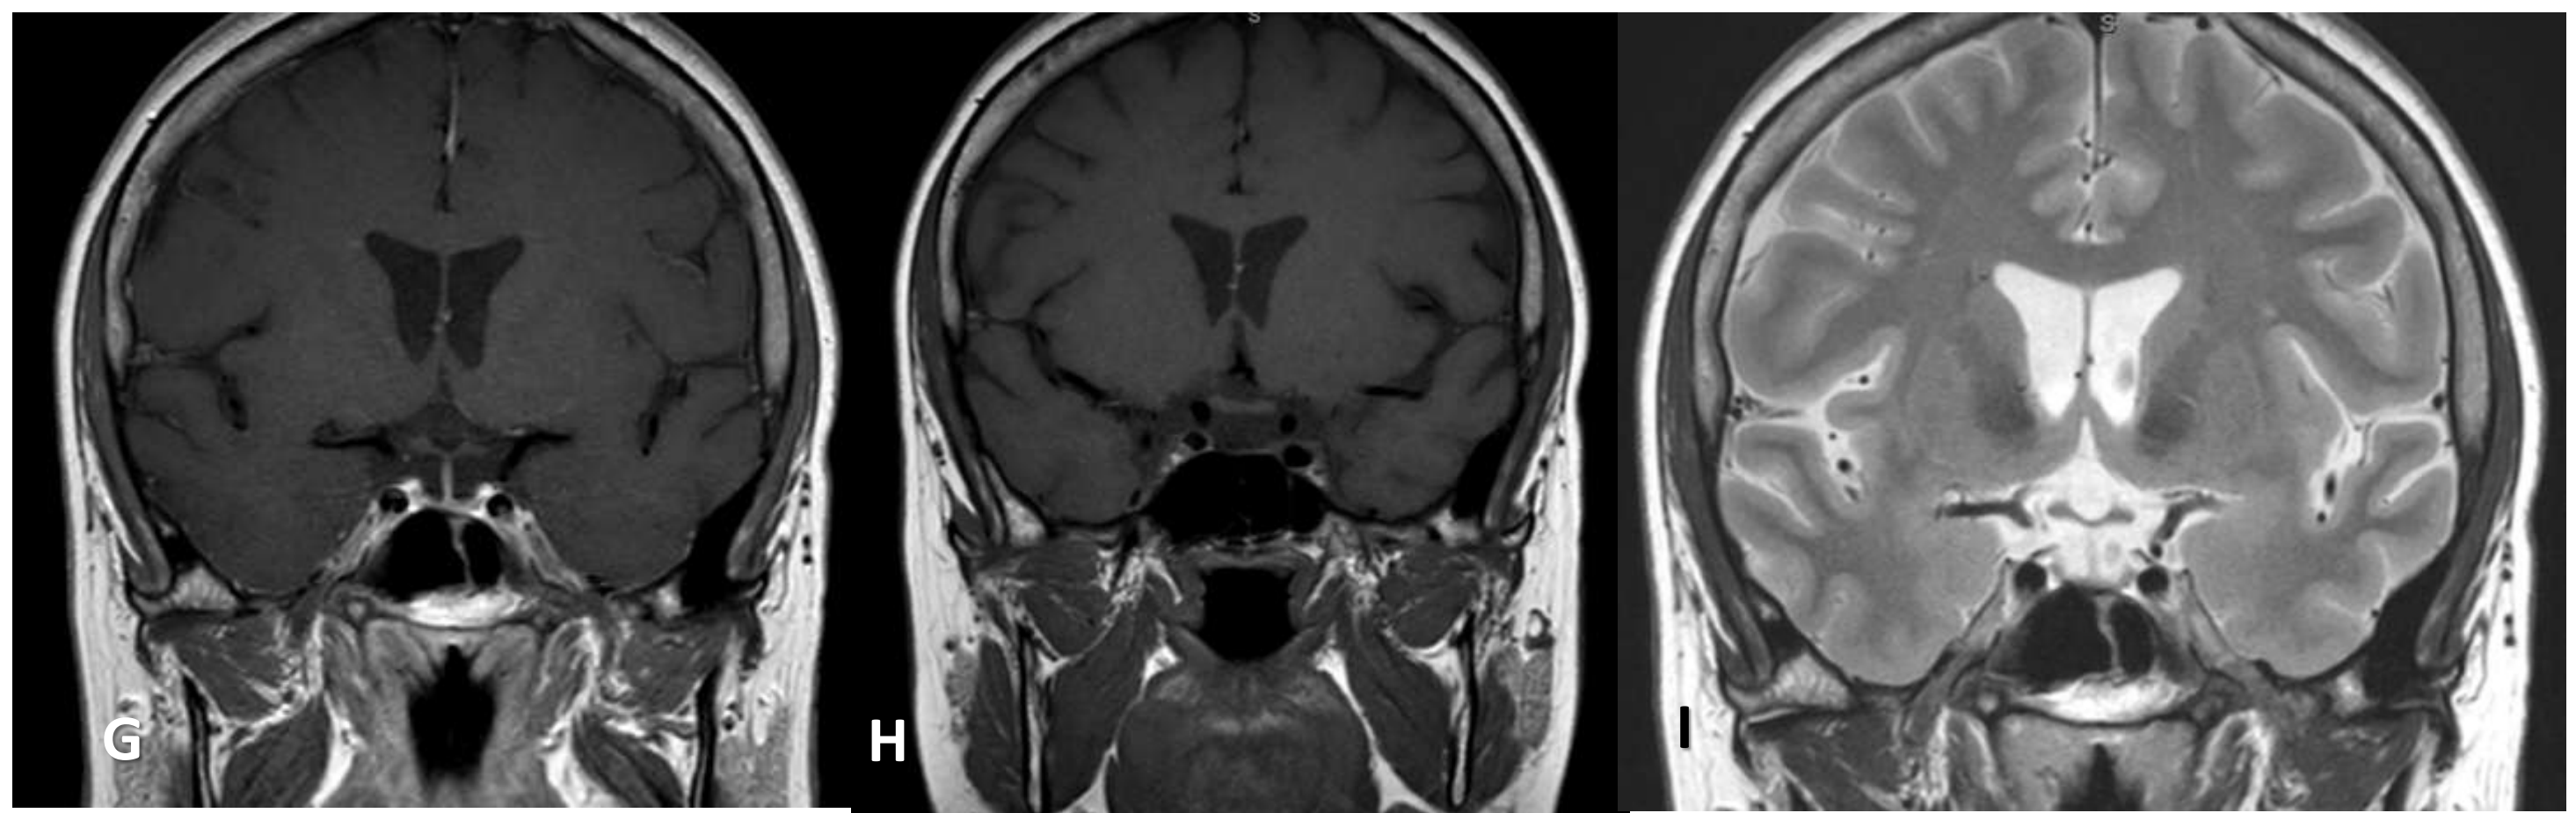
IRM Coupe coronale T1+ gadolinium à 1 mois de l'apoplexie.
